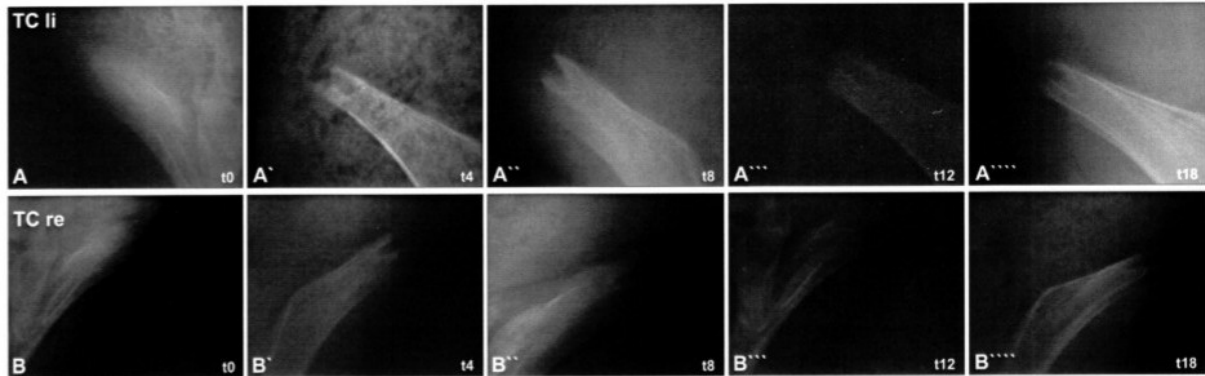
Röntgenologische Befunde Tier 91745. (A bis A''): Tuber coxae links (TC li), (B bis B''): Tuber coxae rechts (TC re). [t (Zeit) in Wochen] (Quelle: Freytox GmbH).
